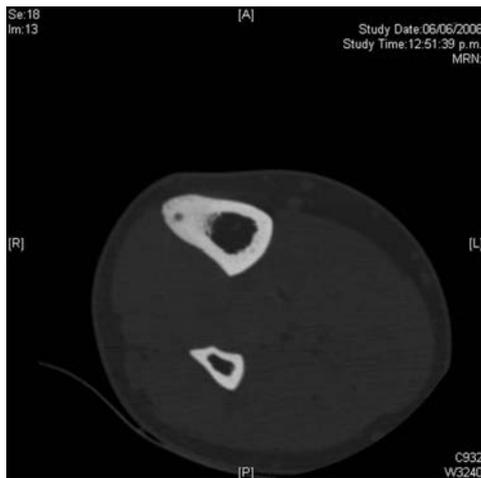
Tomografía axial computada de tibia derecha que muestra el "nido" de un osteoma osteoide en el mismo paciente.
